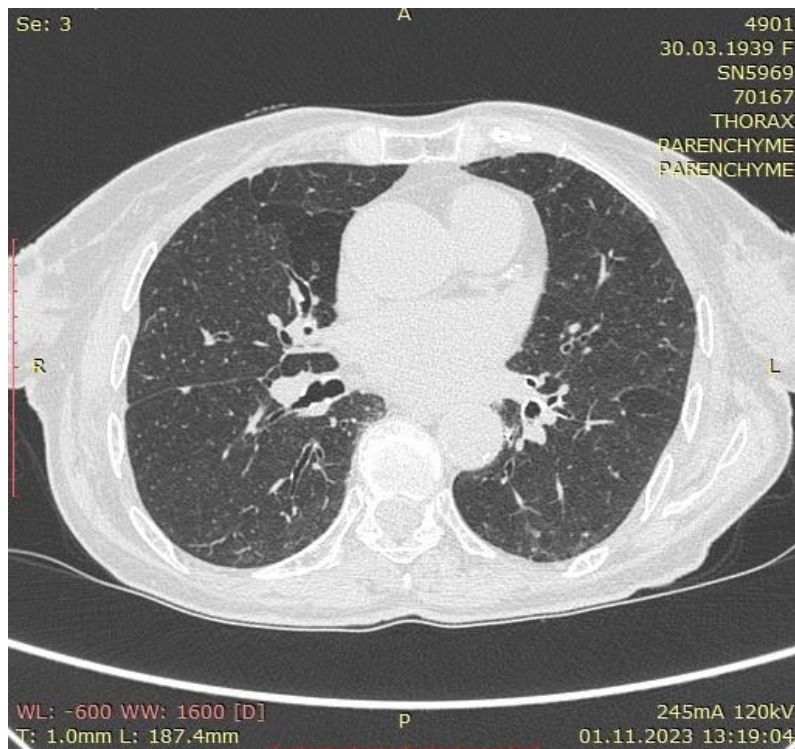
Пример компьютерной томограммы легких с наличием эмфиземы
